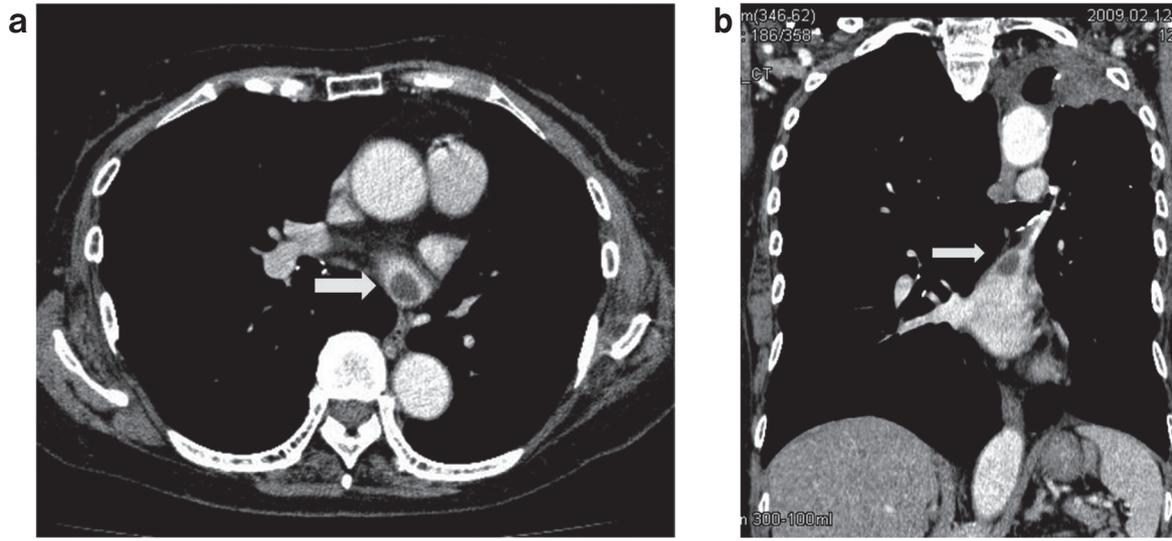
(a): 胸部造影 CT (術後 6 カ月), (b): 胸部造影 CT (術後 6 カ月).
